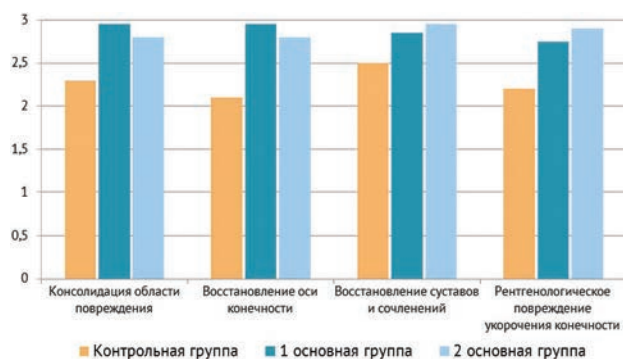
Рентгенологические критерии у больных с несросшимися переломами и ЛС костей предплечья в отдаленном периоде (балл)
